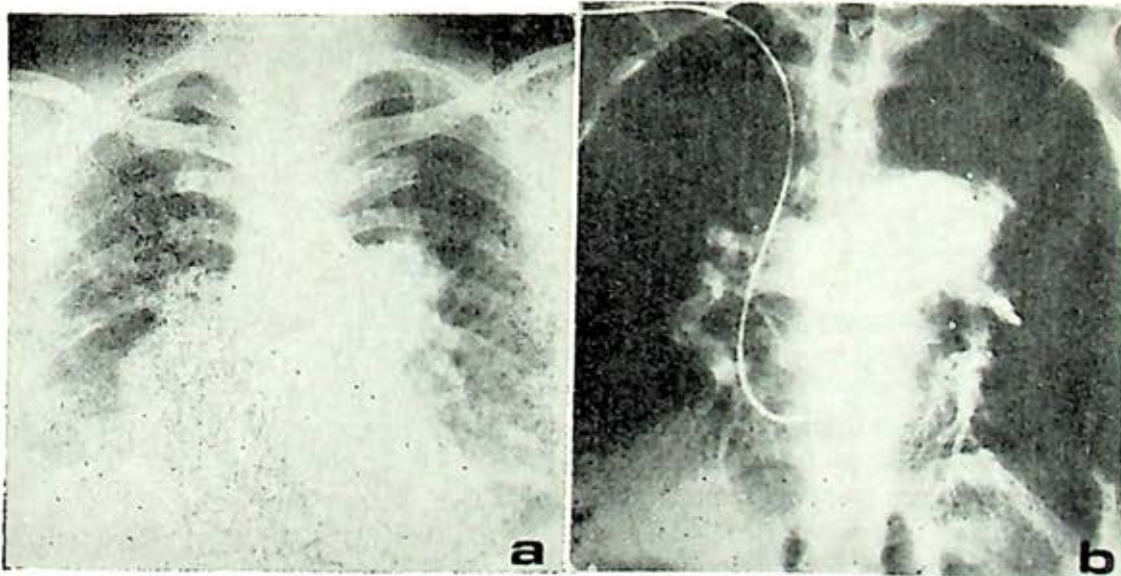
Enfermo con embolias pulmonares de repetición. *a)* Radiografía posteroanterior de tórax que muestra gran cardiomegalia, convexidad del arco medio izquierdo, marcada dilatación de arterias pulmonares derecha e izquierda, y disminución de la vascularidad periférica, más notable en el lóbulo superior izquierdo. *b)* Angioneumografía en ap. por inyección de contraste en el tronco de la arteria pulmonar hay gran dilatación del tronco y de su rama derecha; la izquierda apenas se visualiza por la dilatación troncular. Obsérvese la notable disminución de la vascularidad en los dos tercios superiores derechos (la radiografía es muy penetrada).
